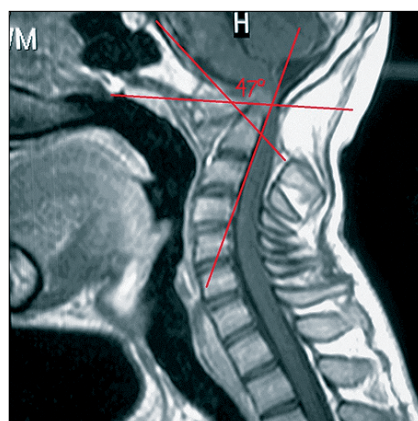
Corte sagital con RM secuencia T1, en la línea media que muestra alteración del ángulo craneo cervical de 47° en pre operatorio.
